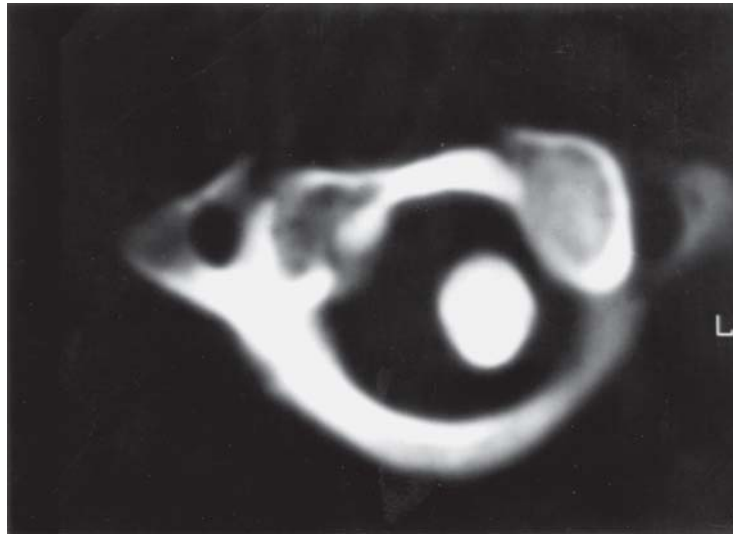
Tomografia computadorizada C1-C2 mostrando a subluxação e a separação atlas-axis.
